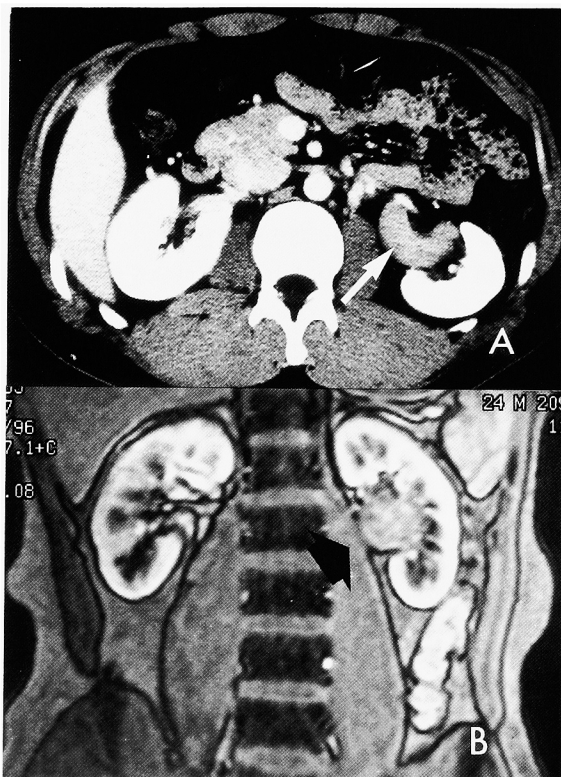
A: CT demonstrates the left renal pelvic mass (open arrow). B: The mass is slightly enhanced on T1 weighted image of MRI (closed arrow).
